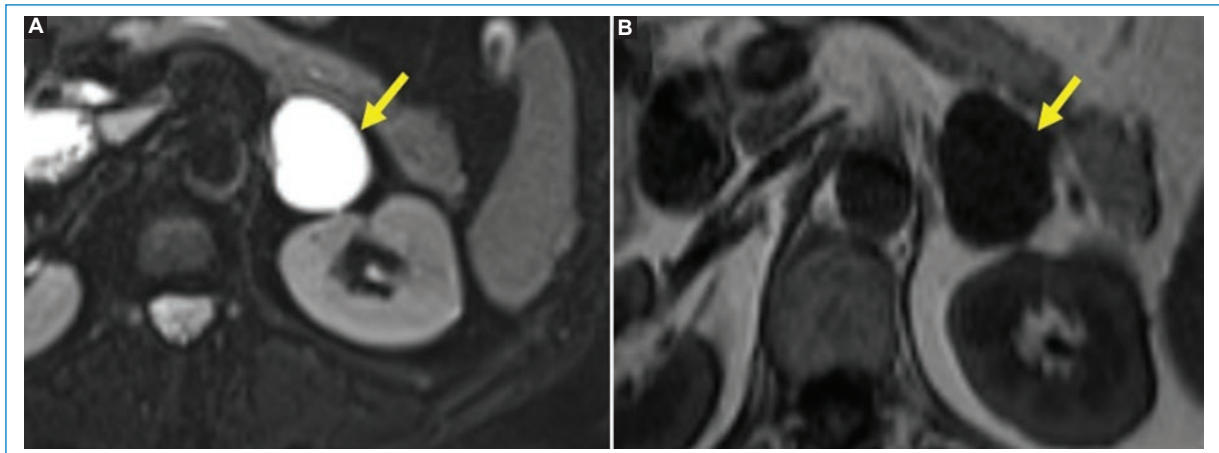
Resonancia magnética de abdomen. Hay una lesión en la glándula suprarrenal izquierda bien definida, que se muestra hiperintensa en T2 (A) e hipointensa en T1(B), sin nódulos ni septos en su interior, sin detritus y sin componente sólido. Es compatible con quiste adrenal simple.
